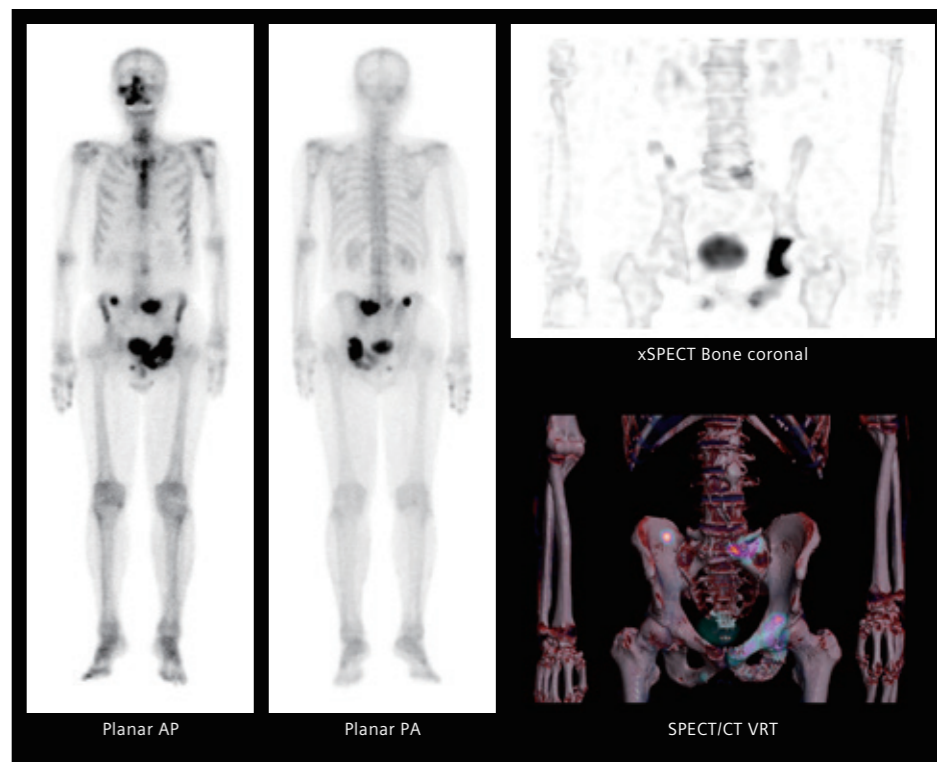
骨シンチグラフィの症例。SPECTとCTのFusion画像によって病変の同定が明瞭である。
